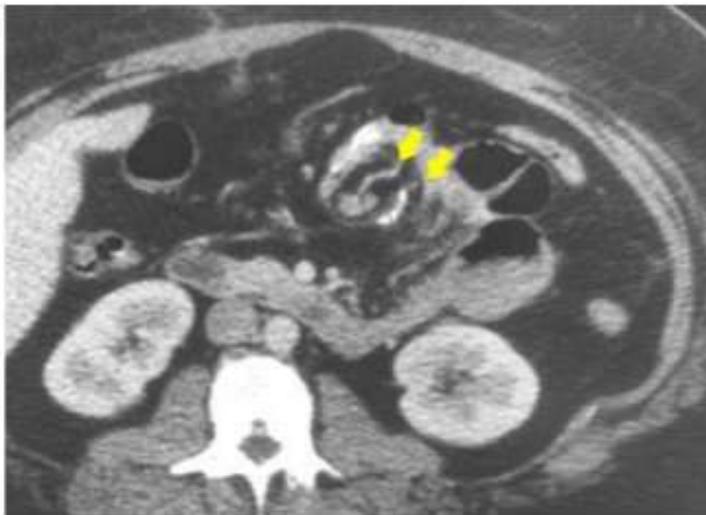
Corte axial de TC de abdome com rotação (sinal do redemoinho) e ingurgitamento de vasos mesentéricos (setas superiores) – hérnia interna transmesocólica.
